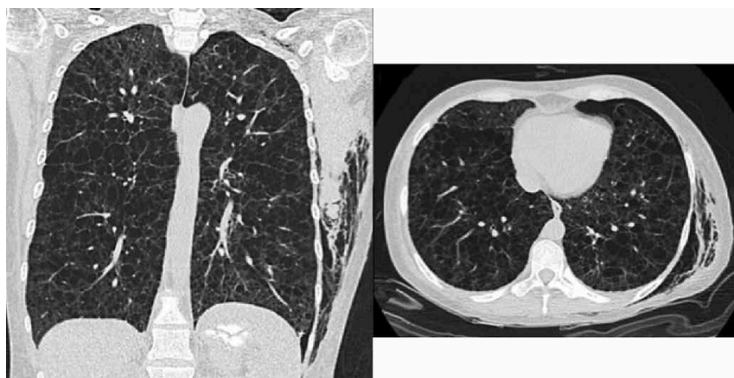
Tomografía computarizada de alta resolución de tórax. A. Reconstrucción coronal. B. Corte axial. Lesiones.
